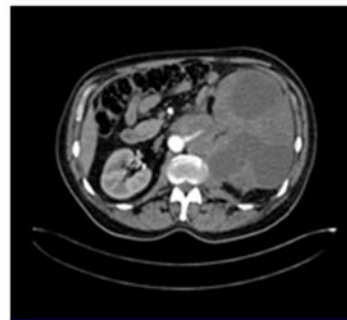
TAC simple: riñón izqdo. con gran hidronefrosis y masa no bien definida en el sitio del hilio renal.
